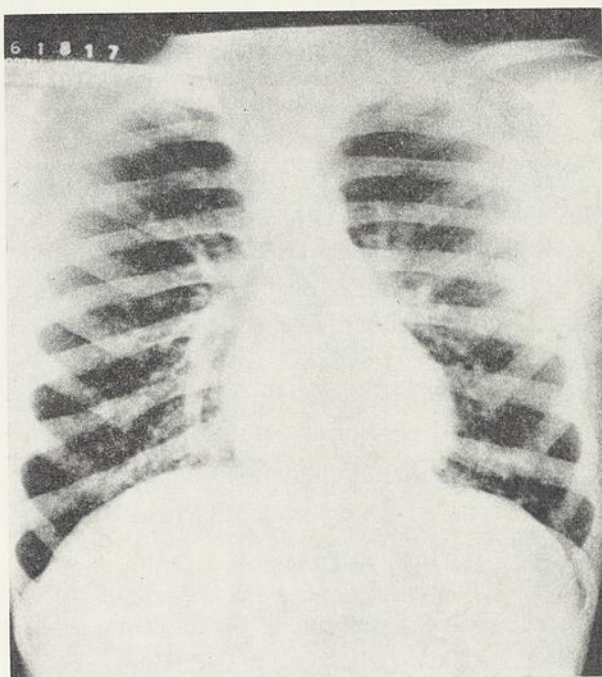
Radiographie pulmonaire : envahissement pulmonaire néoplasique (1961).
